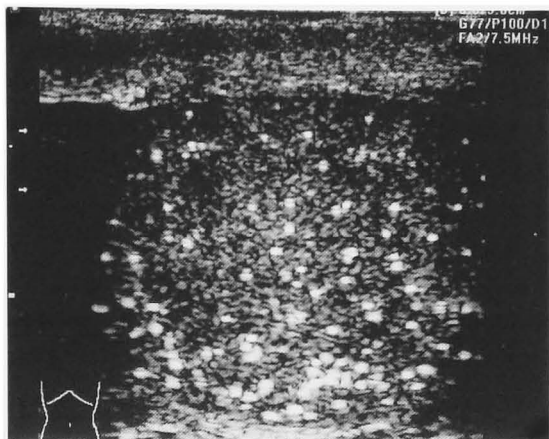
Sonographic appearance of the remarkable testicular microlithiasis in a 27-year-old male.
